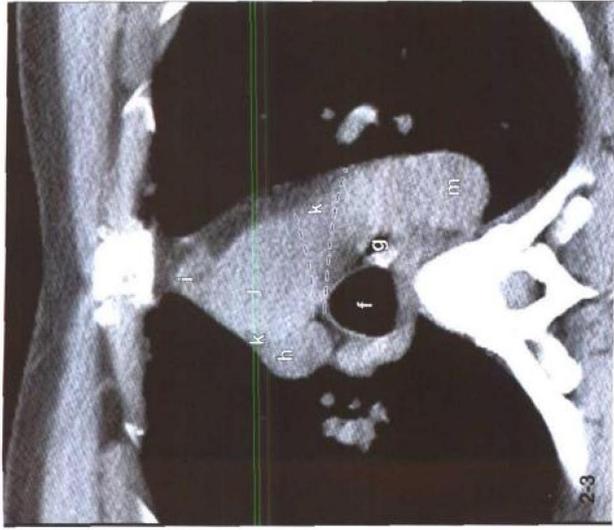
~ 2-6 心腔和大血管横断面 CT 影像
